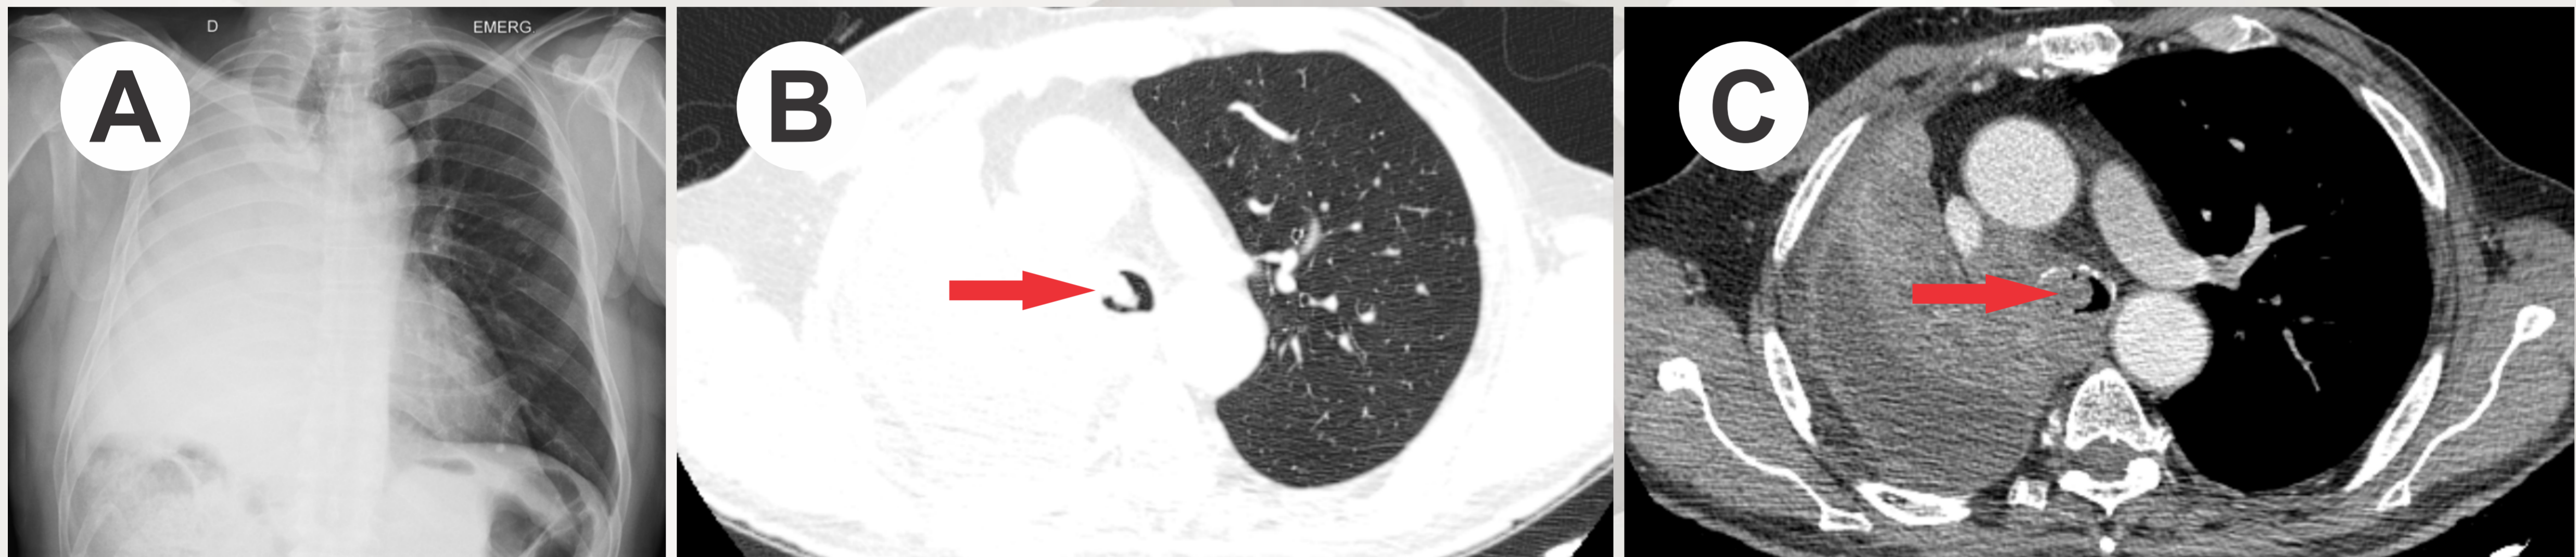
Raio X do internamento (A); Tomografia mostrando invasão da traqueia (B) e (C) - Setas vermelhas; Raio X imediatamente após colocação da prótese (D); Tomografia 2 meses após a colocação da prótese (E) - Setas laranjas; Reconstrução da tomografia antes (F) e depois (G) da colocação da prótese.
